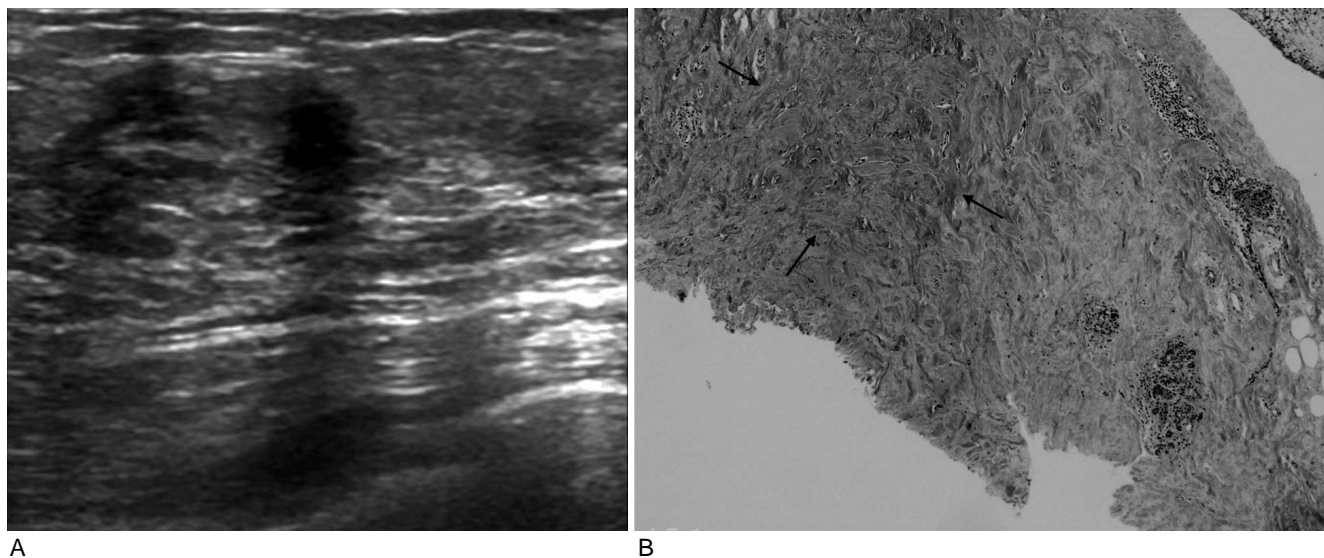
A-68-year-old woman with incidentally found breast mass during screening ultrasound. Mammogram shows scattered fibroglandular tissue without abnormality (not shown).
